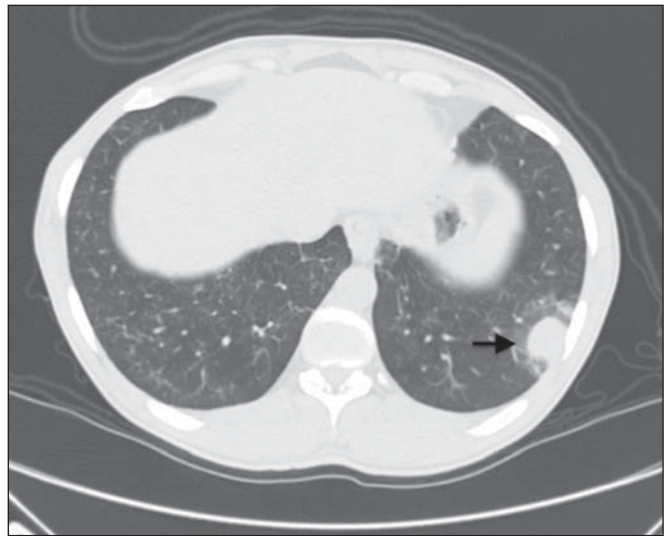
Imagem de tomografia computadorizada de tórax no plano axial mostra presença de nódulo pulmonar no lobo inferior esquerdo, de contorno irregular e exibindo halo em vidro fosco, que pode representar componente hemorrágico (seta).
